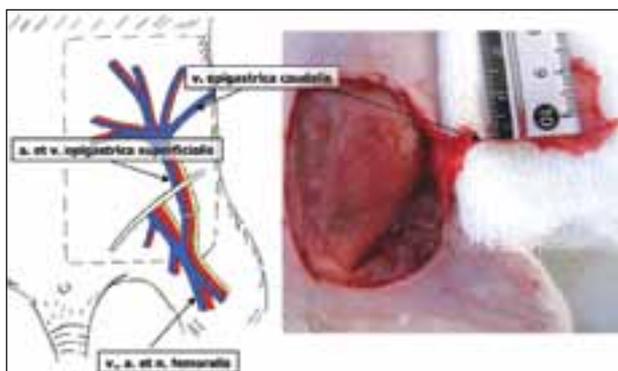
Несвободный венозный эпигастральный лоскут «без артериальной перфузии»
